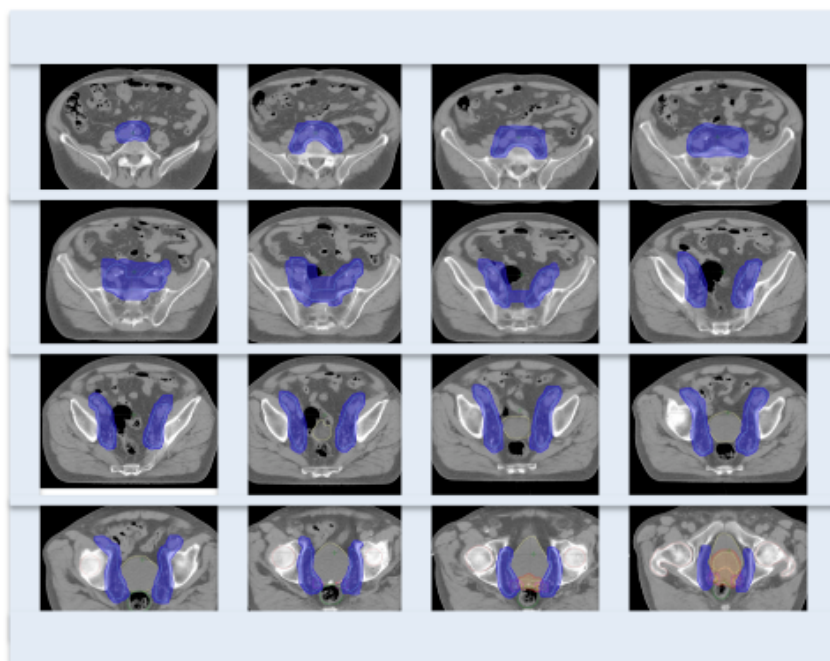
Definición del CTV ganglionar en diferentes cortes de CT.
